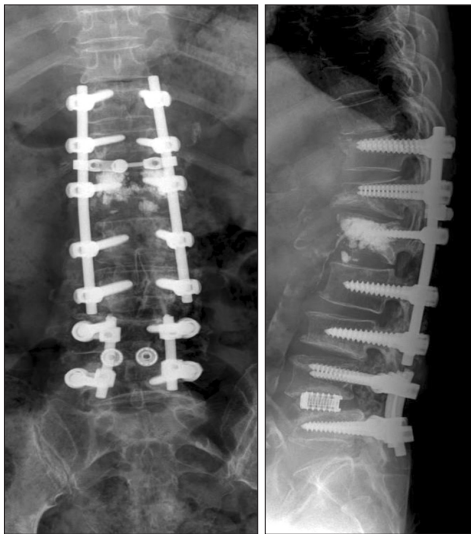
Plain radiographs one year after the operation.
